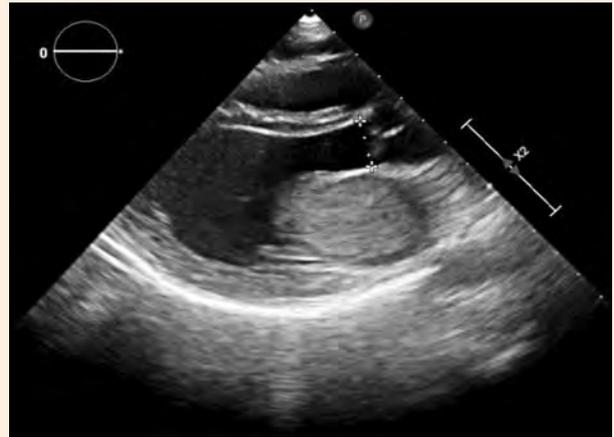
Ecocardiografía transtorácica en vista paraesternal eje largo: Presencia de tumoración en atrio izquierdo que se asienta sobre la válvula mitral.
